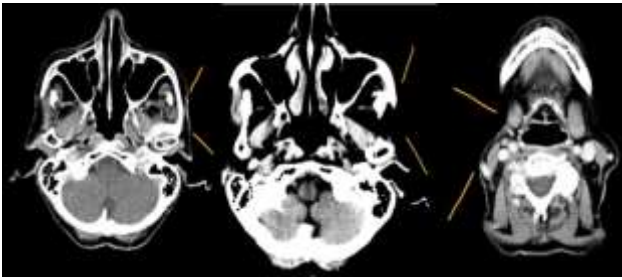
Examen CT cap, gât cu substanță de contrast - Aspect mai iodofil al tegumentului în regiunea zigomatică stângă, fără evidențierea unor formațiuni nodulare în profunzime. Dispariția blocului adenopatic submandibular drept. Fără adenopatii patologice submandibulare, laterocervicale bilaterale.
